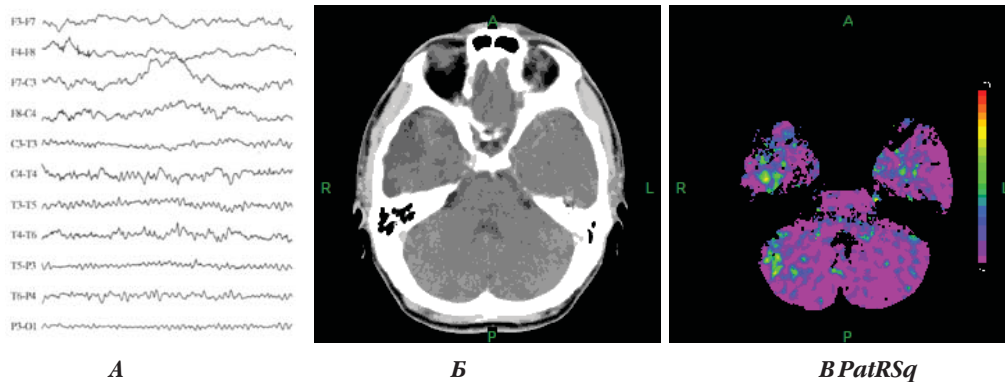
Пациент С., 27 лет. А. ЭЭГ от 24.12.09 г.: замедление справа. Б. КТ-перфузия 24.12.09 г. – в правой височно-теменной области зона обширных рубцовых кистозно-глиозных изменений. В. КТ-перфузия очаг умеренно-повышенной проницаемости размером 13 мм по заднемедиальному краю ликворной кисты, без изменения остальных параметров перфузии.
